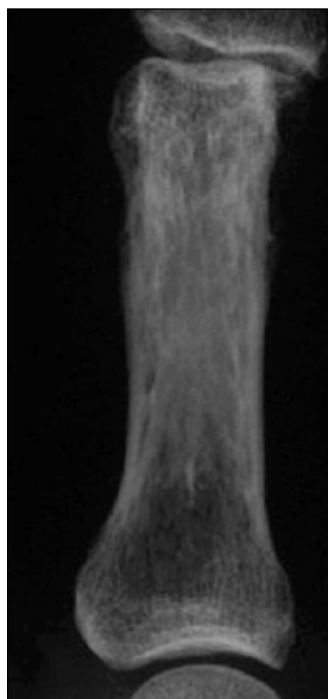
Radiografia della falange.
